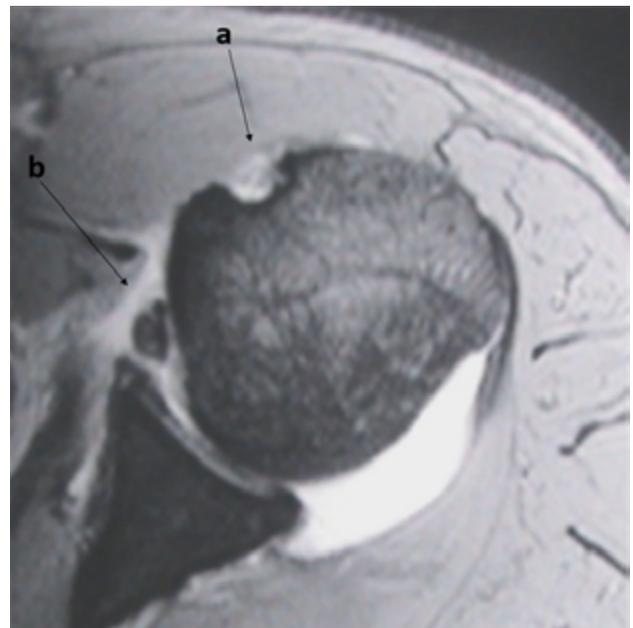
Resonancia magnética en corte axial. a) Se puede apreciar claramente el surco bicipital vacío. b) Con el tendón del bíceps luxado hacia la articulación, se observa la integridad de la glena (Bankart del Principiante).
